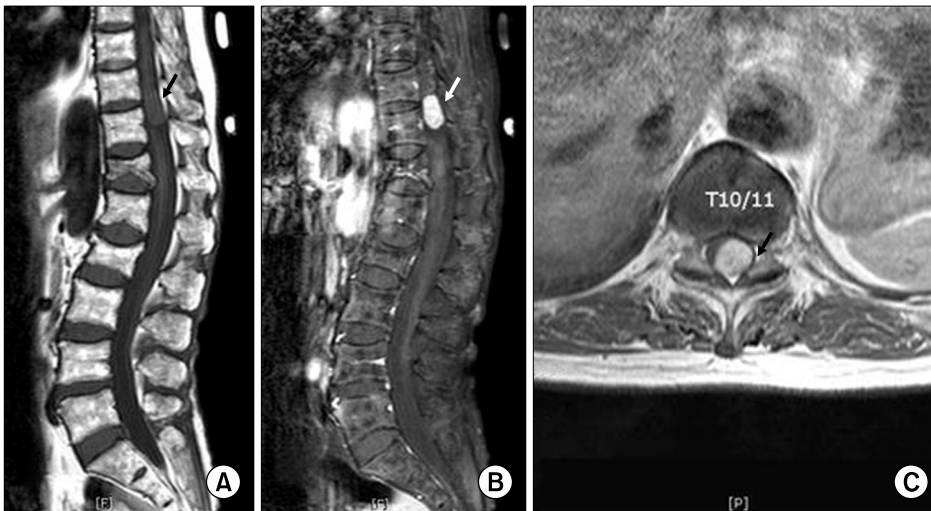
(A) T1-weighted sagittal MR image shows intermediate signal intensity. The tumor is located at the T10-11 level with extension of the tumor forming a dumbbell shaped mass. (B) Gadolinium enhanced T1 weighted sagittal MR image shows well contrast enhancing mass. (C) Gadolinium enhanced T1 weighted axial MR image shows a dumbbell shape intradural extramedullary mass compressing spinal cord to the left.
